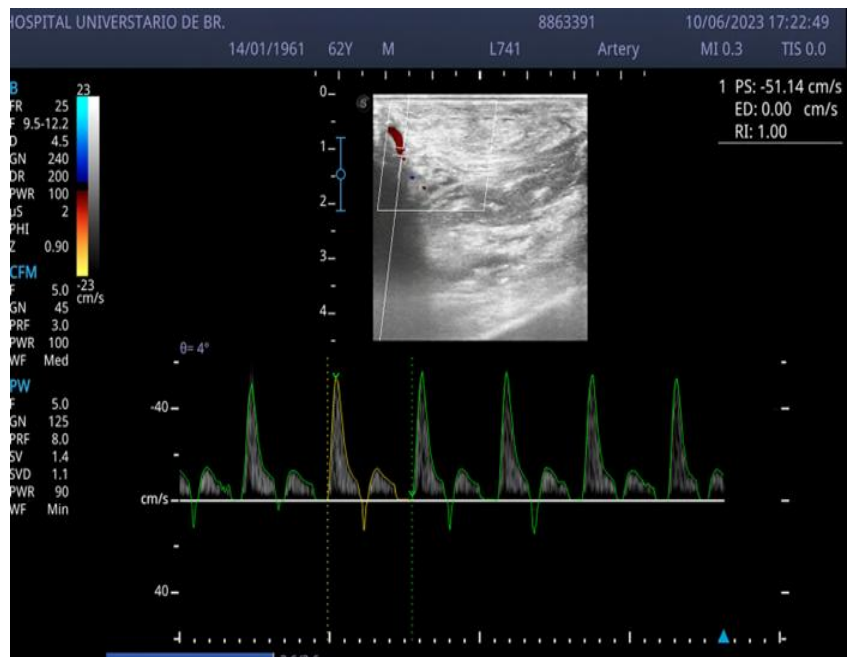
Traçado espectral Doppler mostrando índice de resistência (IR) de 1,0, indicando ausência de fluxo diastólico no segmento arterial analisado. Transdutor linear (5–14 MHz). Unidade de Terapia Intensiva. Hospital Universitário de Brasília
